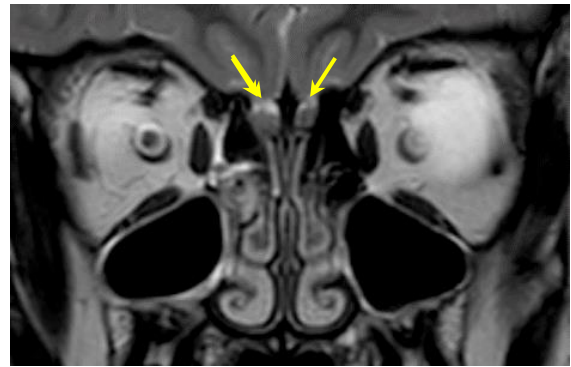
RM corte coronal mostrando los bulbos olfatorios (flechas) a ambos lados de la crista galli
